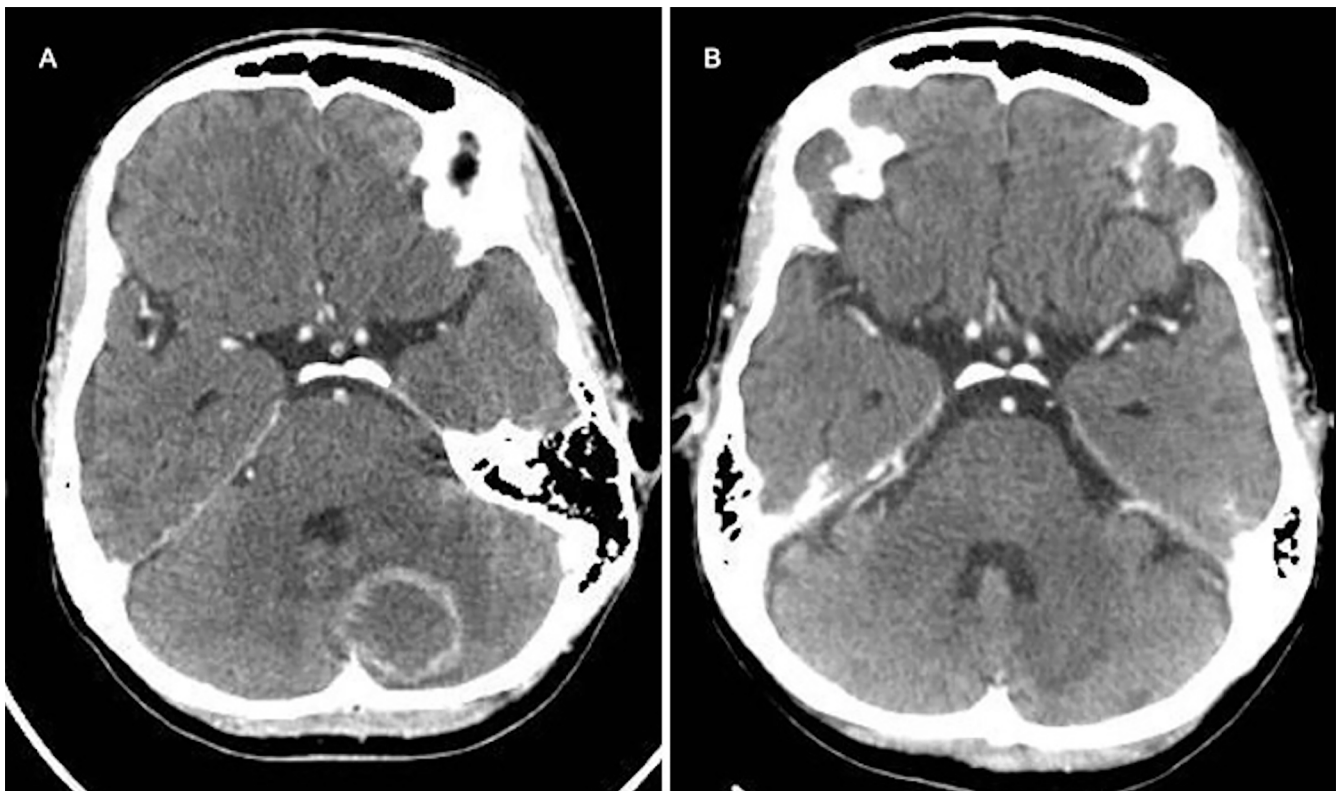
A: Tomografia computadorizada de crânio com imagem ovalada, realce anelar pelo contraste iodado em hemisfério cerebelar e edema associado. B: Tomografia computadorizada de crânio evidenciando melhora das lesões após 50 dias de tratamento para toxoplasmose cerebral.
